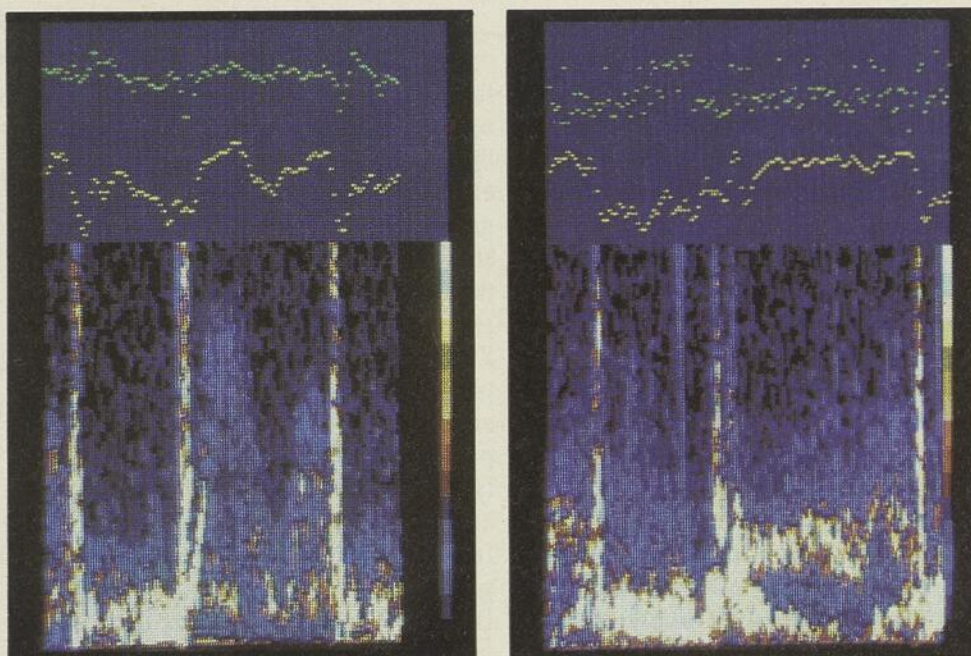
Analyse spectrale du signal Doppler mitral. Les vitesses sont inscrites en ordonnée et le temps en abscisse. Le spectrogramme A provient d'un flot mitral normal. L'amplitude de chaque harmonique est représentée par un code de couleur allant du bleu foncé (basse amplitude) au blanc (haute amplitude). Le spectrogramme B démontre les perturbations engendrées par une sténose mitrale à la fois sur le profil de vitesse et sur l'intensité des fréquences illustrées.
